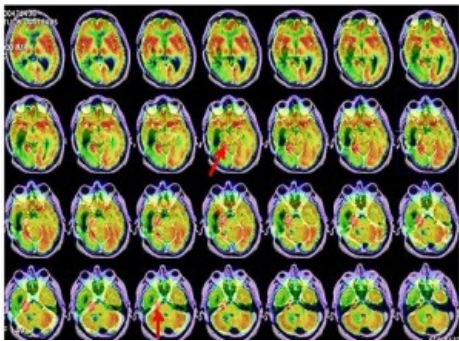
PET-RMN donde se observa un implante tumoral en región mesial posterior del lóbulo temporal derecho (flecha) adyacente a la protuberancia (SUVmáx=6,7). Otro implante en región más posterior e interna del lóbulo temporal derecho (SUVmáx=7,0) atraviesa el tentorio y compromete el lóbulo cerebeloso derecho (flecha).
